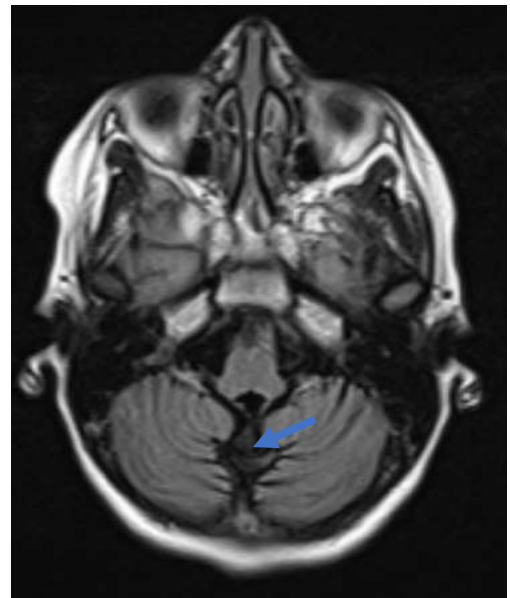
IRM cérébrale T2 en coupe axiale
